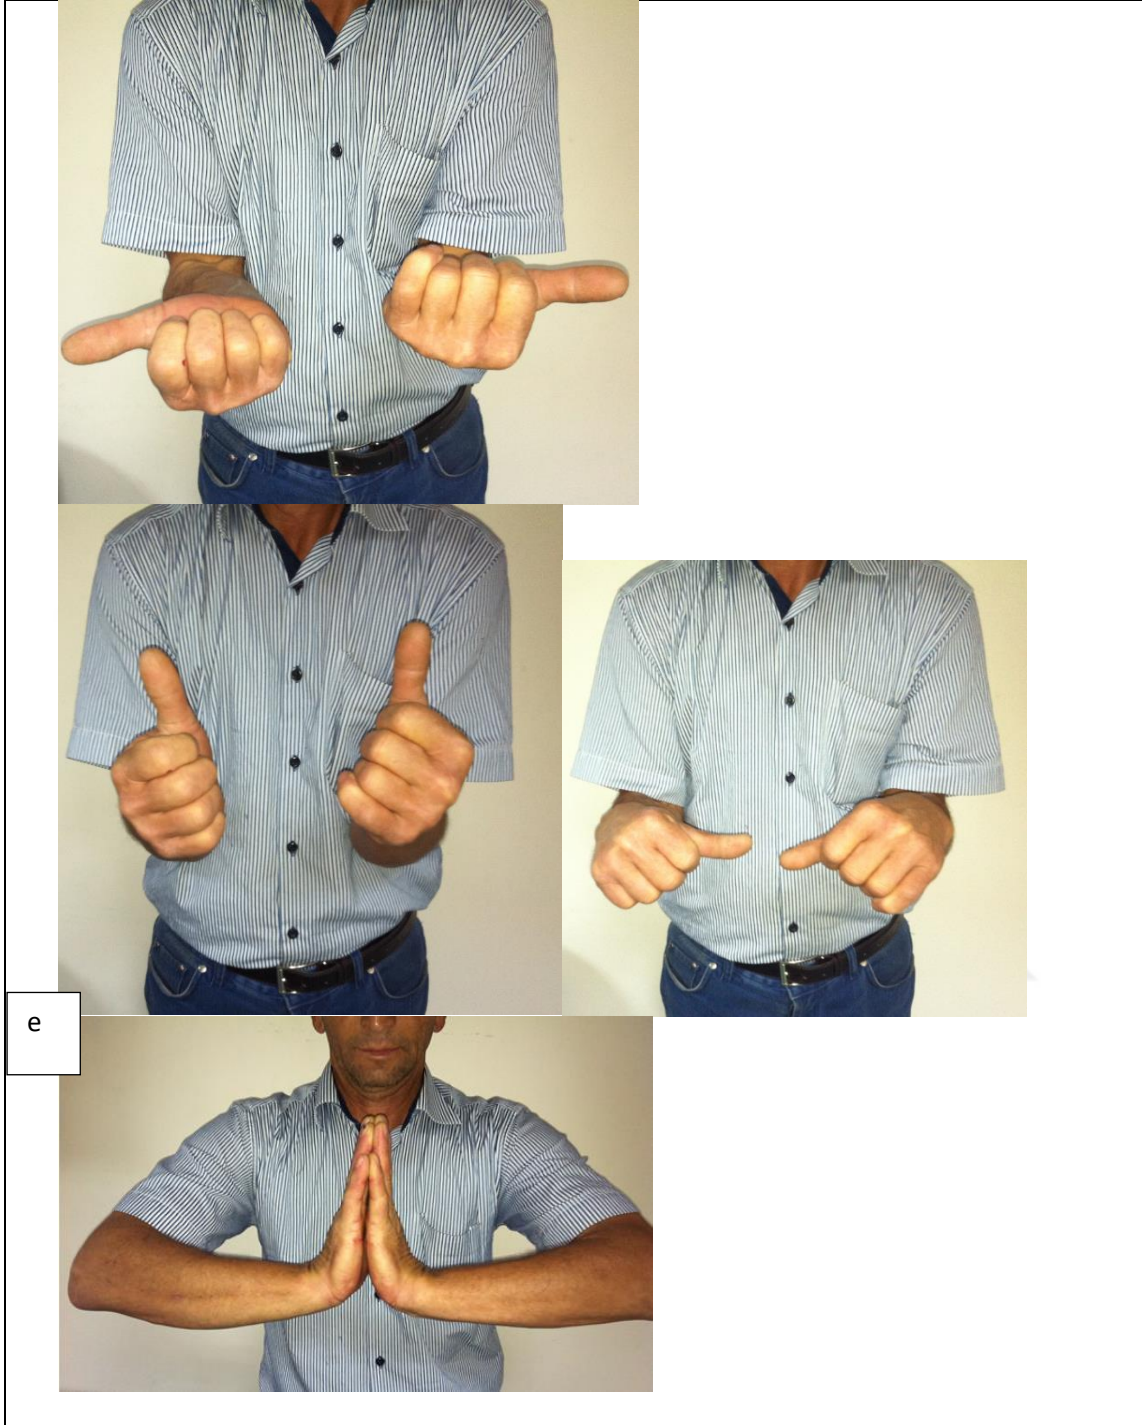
Hastanın a-redüksiyon öncesi AP ve lateral grafisi, b-redüksiyon sonrası AP ve lateral grafisi, c-alçı çıkartıldıktan sonraki 6.ay her iki el bileği AP grafisi, d-alçı çıkartıldıktan sonraki 6.ay her iki el bileği lateral grafisi, e-6.ay'daki el bileği hareketleri
